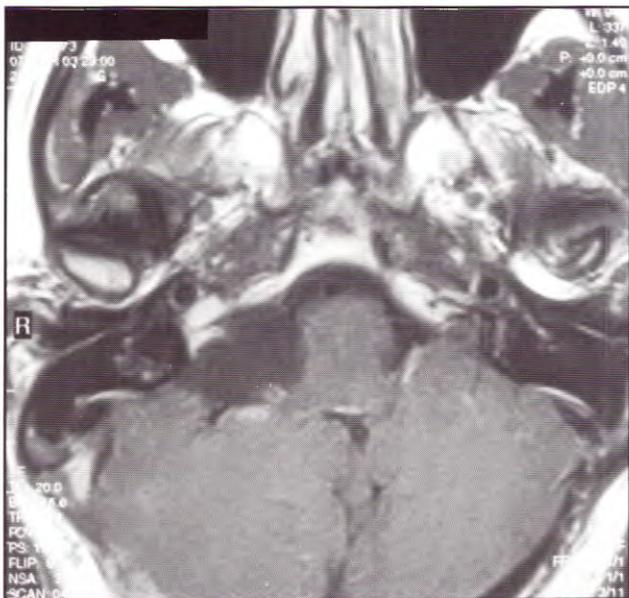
IRM en secuencia T1 con gadolinio donde se evidenciaron cambios postquirúrgicos en el ángulo pontocerebeloso derecho sin evidencia de lesión tumoral.
